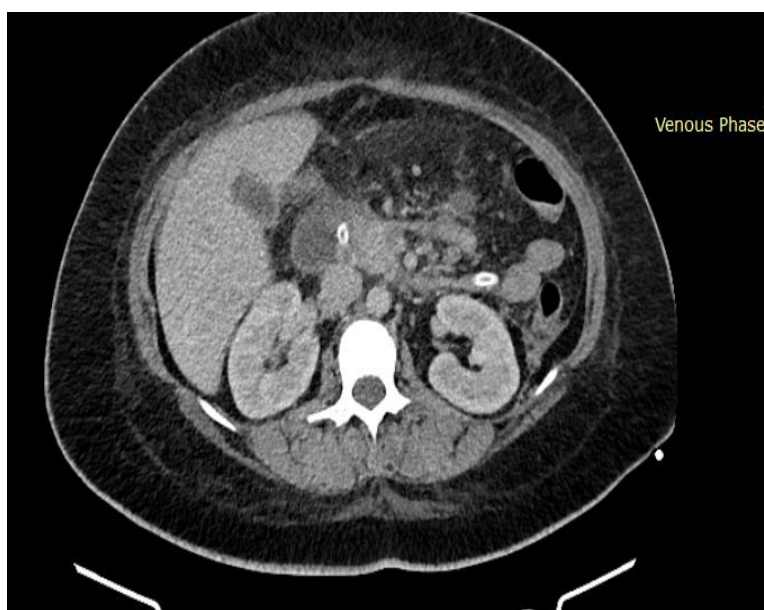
КТ с внутривенным контрастированием. Острый инфицированный панкреонекроз (неотграниченный септический некроз)
